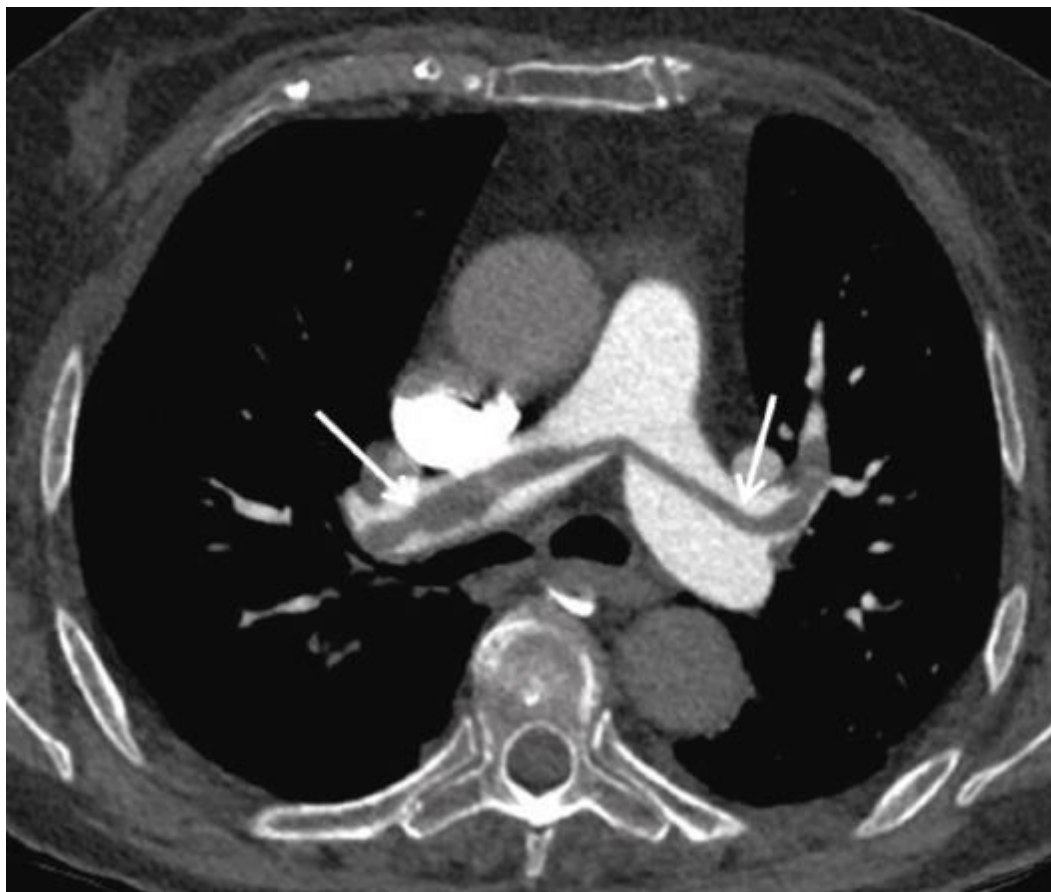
Angio-TDM évocatrice d'un volumineux caillot bilatéral et d'une dilatation importante du tronc de l'AP[35]
